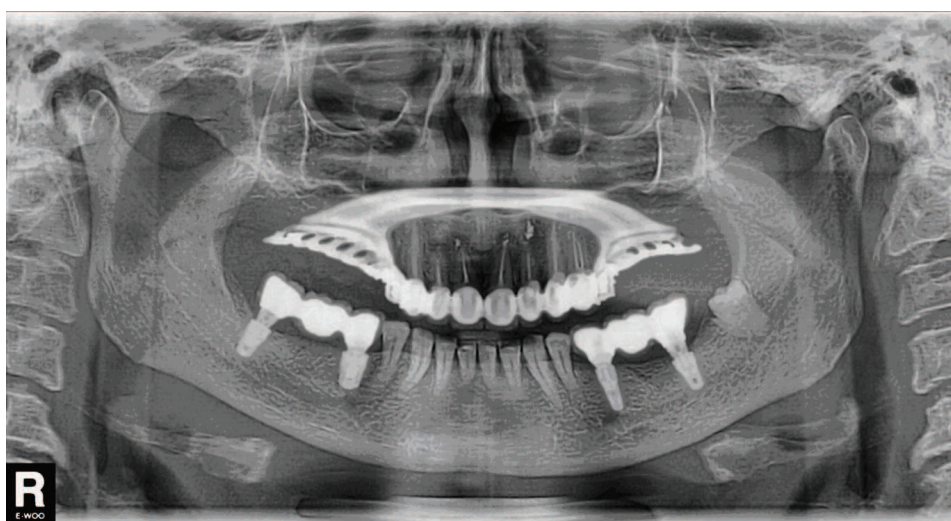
Пациент С., 54 года. Клинический пример установки коротких имплантатов 6,5 мм и 8 мм на панорамной рентгенограмме, выполненной через год после установки имплантатов.
